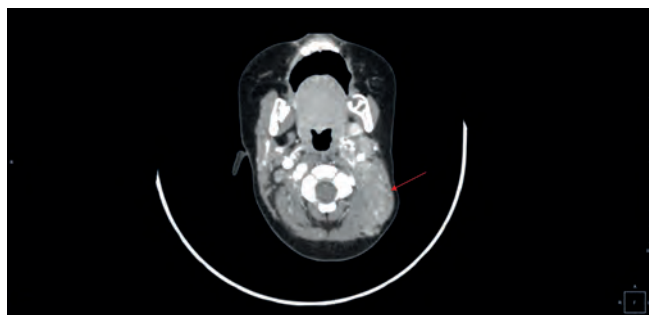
Опухолевые массы с поражением шейных ЛУ (мультиспиральная КТ с контрастом), сагиттальные срезы
